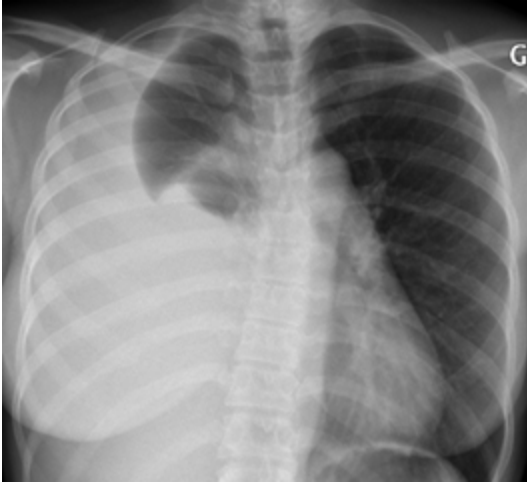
Radiographie de thorax : épanchement pleural droit libre.
